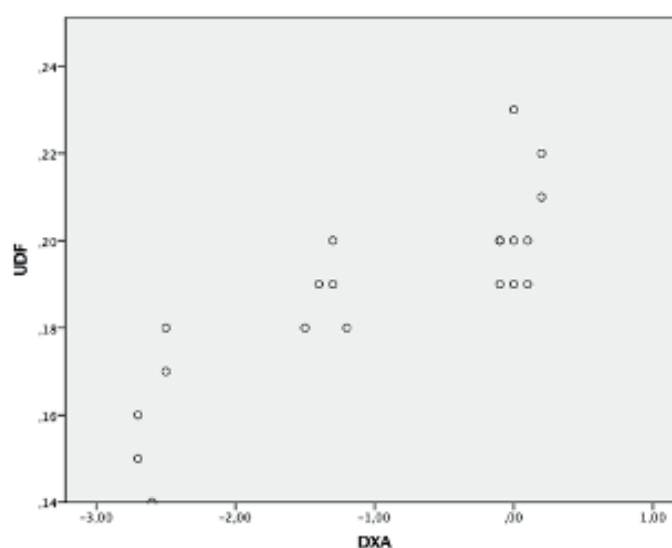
График парной корреляционной зависимости показателей высокочастотный ультразвуковой доплерографии периимплантатных тканей (ultrasound Doppler flowmetry, UDF) и двухэнергетической денситометрии (dual energy X-ray absorptiometry, DXA)
